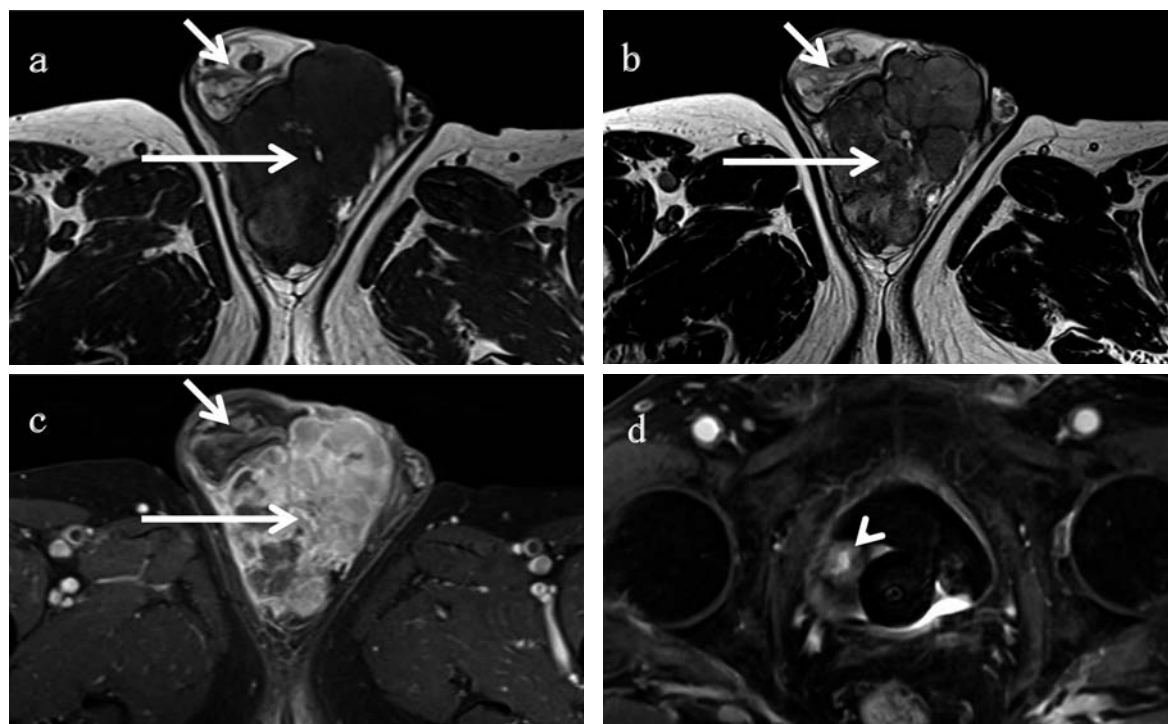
MRI findings (axial) of the right scrotum and urinary bladder (a: T1-weighted image, b: T2-weighted image, c, d: enhanced T1-weighted image). The mass consisted of two contents. Lateral (short arrow) content of the mass was high-intensity mass on T1- and T2-weighted image. Medial content (long arrow) of the mass was low- and iso-intensity mass on T1- and T2-weighted image, respectively. Enhancement was identified in the medial content. In addition, MRI showed a 19 mm mass (arrow head) in the right lateral wall of the urinary bladder.
